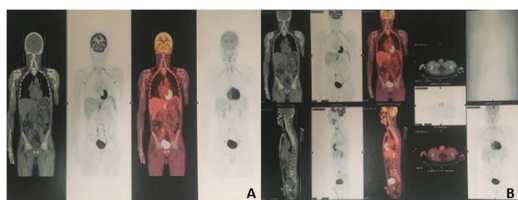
Imagens de PET-TC de corpo inteiro mostrando hipermetabolismo esplênico difuso além de linfonodomegalias hipermetabólicas nas regiões cervical, torácica e abdominal (A e B).
